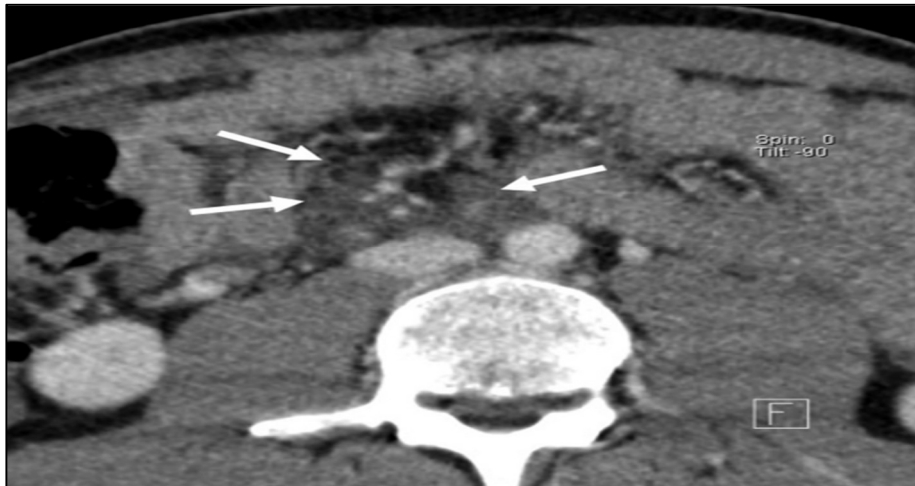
TDM coupe axiale. Infiltration de la racine du mésentère [95].
